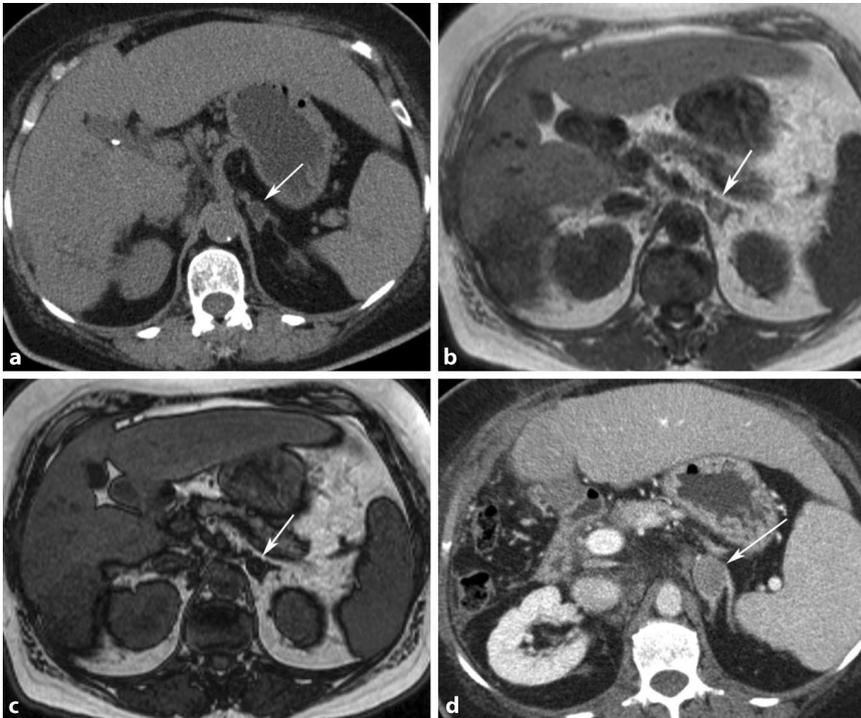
▲ Patientin mit hepatozellulärem Karzinom und Zufallsbefund einer Nebennierenläsion (Pfeil) mit hypodensen Dichtewerten im nativen CT Abdomen (a), im MRT deutlicher Signalabfall von der T1-gewichteten In-phase-Sequenz (Pfeil) (b) zur Opposed-phase-Sequenz (Pfeil) (c). In der Verlaufskontrolle (CT venös) nach 3 Monaten (d) deutliche Größenprogredienz (Pfeil), beweisend für das Vorliegen einer Nebennierenmetastase. Der Fettgehalt der Nebennierenmetastase ist auf den ebenfalls fetthaltigen Primärtumor (hepatozelluläres Karzinom [HCC]) zurückzuführen
